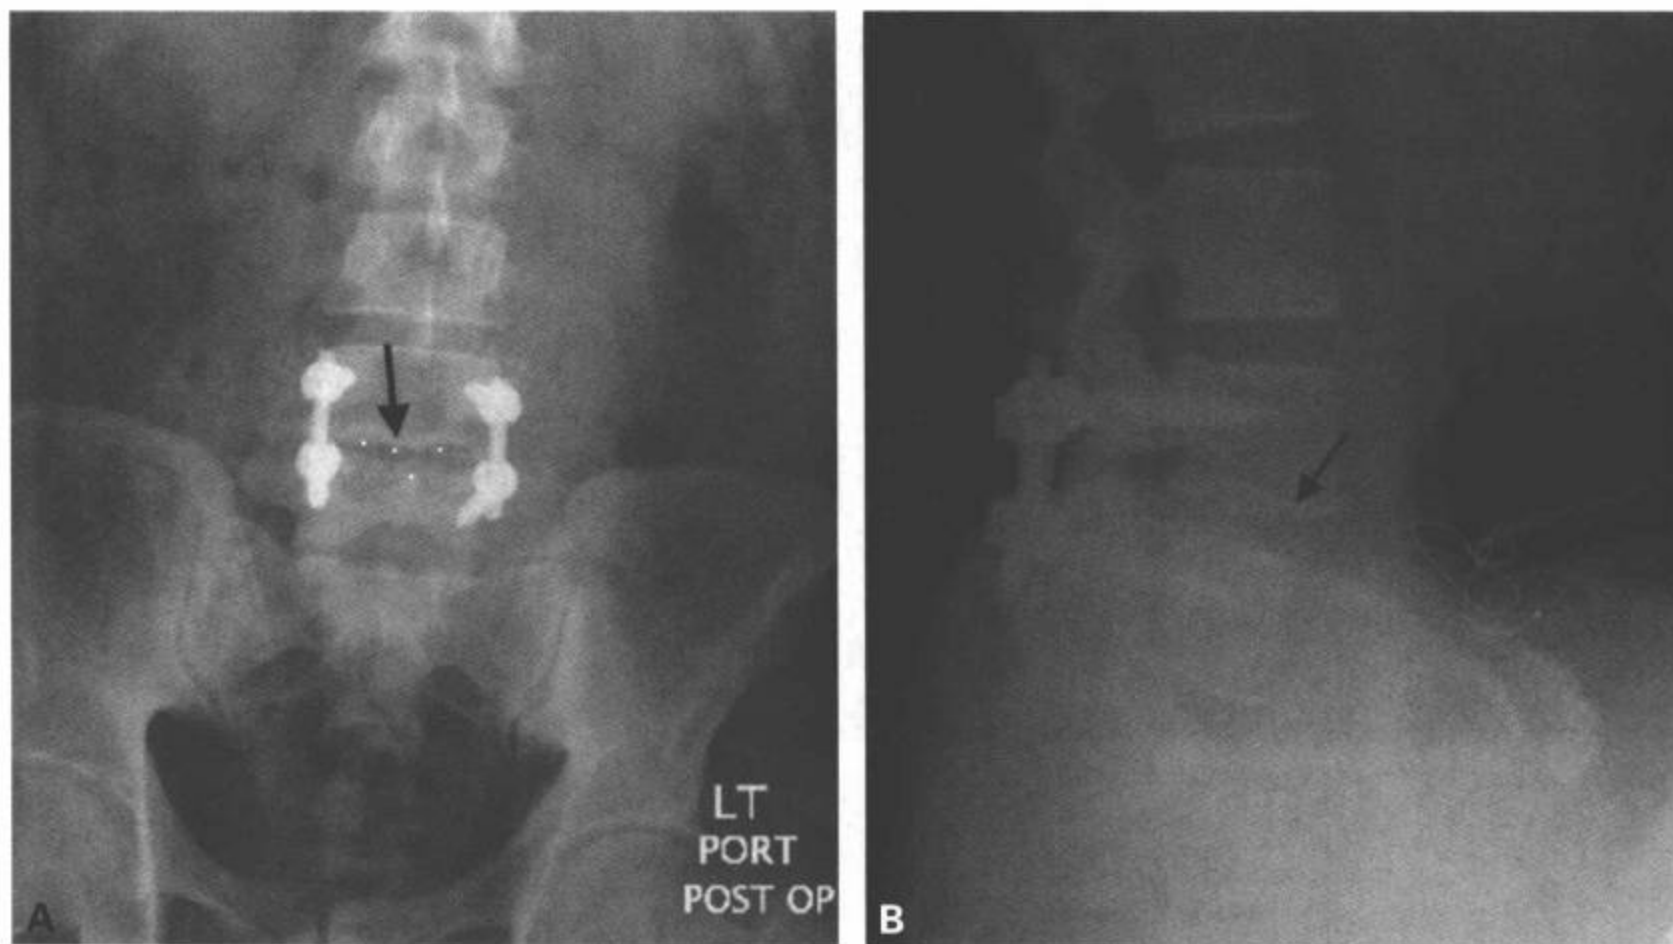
L4-L5椎板切除术及双侧L4和L5椎弓根固定及骨融合的病人，在L4与L5椎体间的透射性移植物内充填骨质，前后位(A)和侧位平片(B)。注意4个不透光的点，标记着透射线性移植板的边缘(A和B中黑箭)。
